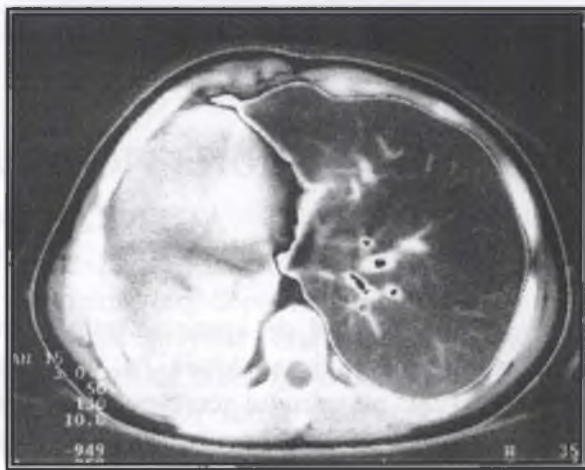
Tomografie computerizată (după I.Pascal). Opacitate omogenă a hemitoracelui drept. Prolabarea plămânului stâng prin mediastinul anterior.
